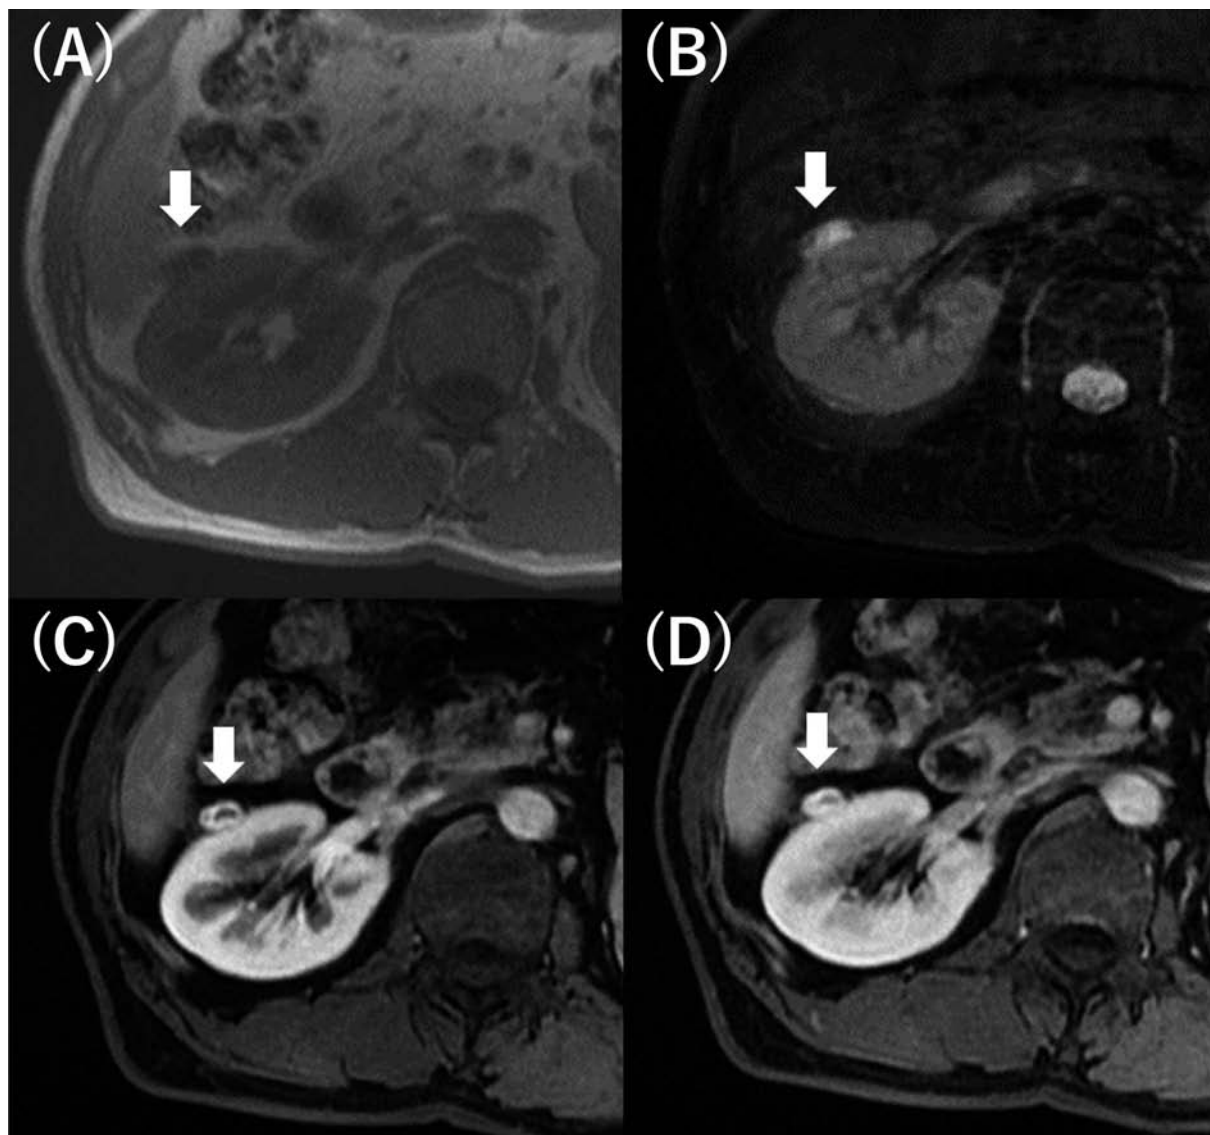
Magnetic resonance imaging showed the hypointensity of the lesion in T1-weighted image (A) and the marked hyperintensity in fat-suppressed T2-weighted (B). Dynamic enhancement MRI in fat-suppressed T1-weighted images shows contrast effect on the margins in the arterial phase as in CT (C), and an expansion of the contrasted area toward the center of the lesion in the venous phase (D).
